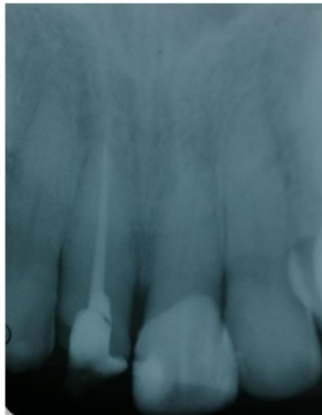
IMAGEN RADIOGRAFICA DE CONDUCTOMETRIA
